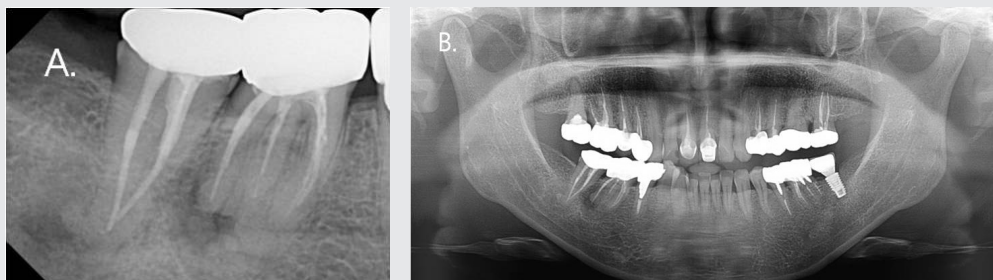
Periapical (A), panoramic (B) radiographs show mixed lesions with round radiopaque masses within the radiolucent lesions at the peripaical region of posterior teeth.
